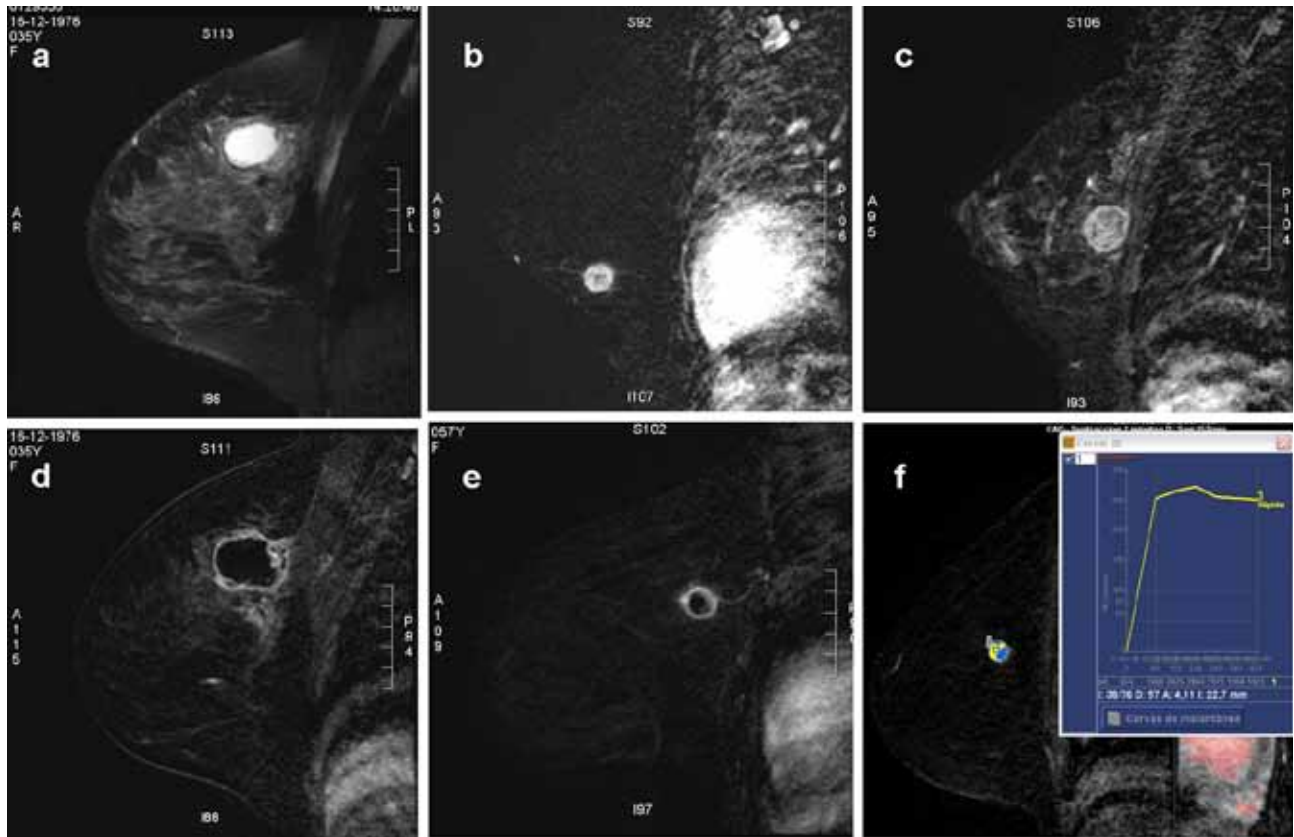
Cánceres triple-negativos en resonancia (a-f): tumores globalmente redondos, localizados a menudo en el tercio posterior de la glándula. Aparecen en marcada hiperseñal en las secuencias T2 (a), captan el gadolinio en forma precoz, en anillo (b,c,d,e) debido a necrosis central que los caracteriza y presentan una curva de tipo wash-out (f).
